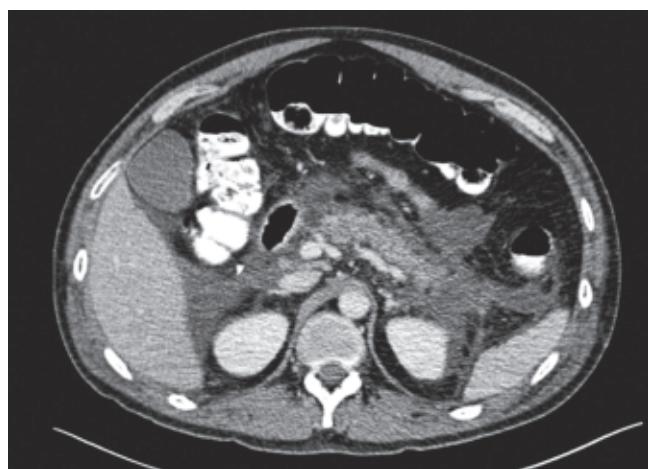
Pancreatitis aguda Balthazar D por tomografía computada.
